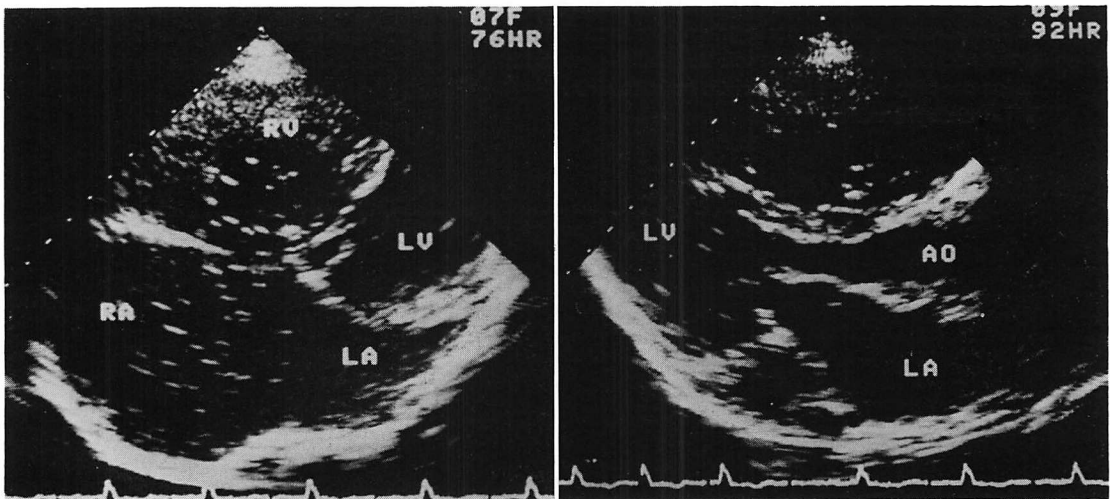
Two-dimensional echocardiograms in a patient with atrial septal defect (Case 2).
